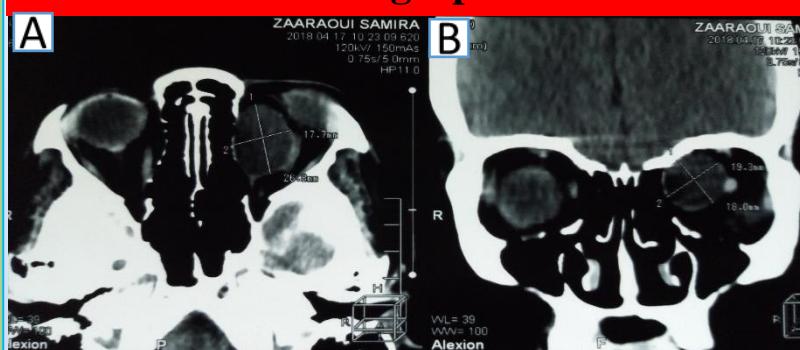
TDM en coupe axiale(A) et coronale (B) montre une formation hypodense intra-orbitaire gauche au niveau de la paroi super-interne, refoulant le globe oculaire et le nerf optique et prenant le produit de contraste en périphérie.
